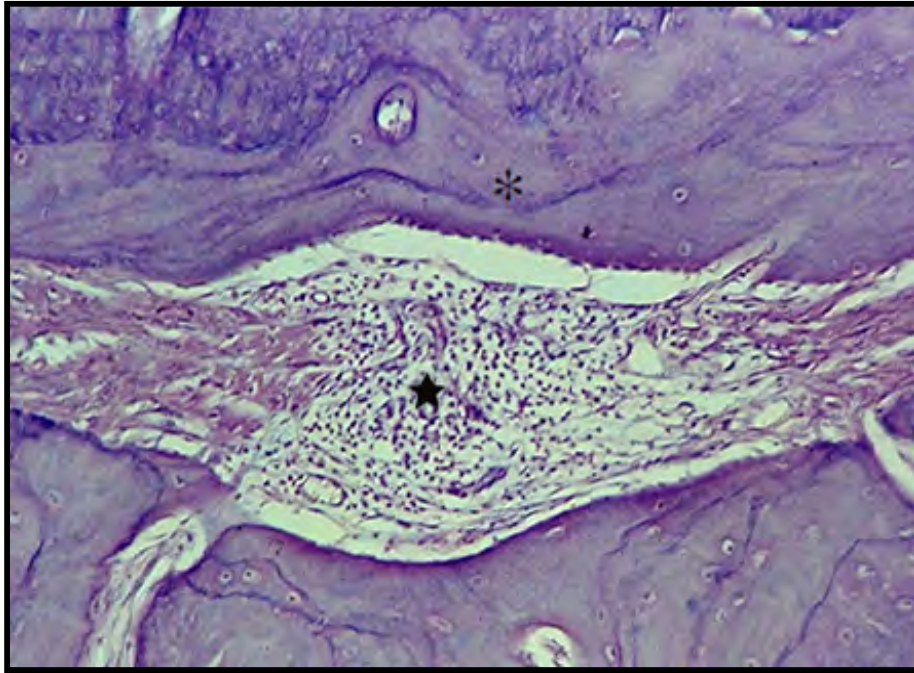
Reacción inflamatoria leve con predominio de células mononucleares en la región periapical (◆) y deposición de cemento (*) (HE, 125x).²⁴
